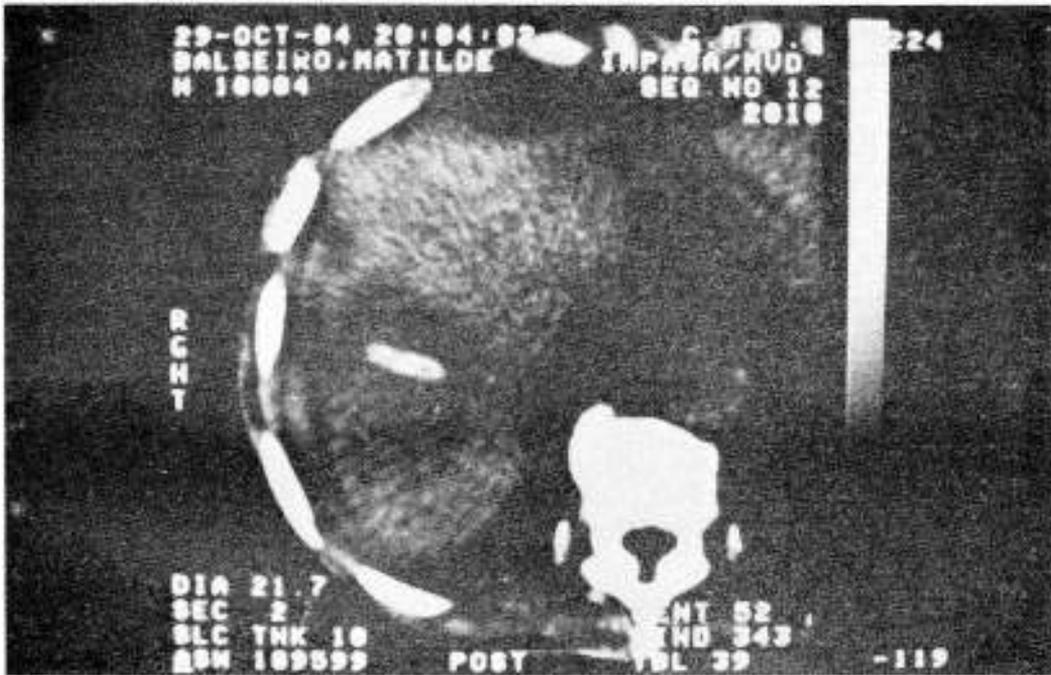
TAC del absceso hepático (Caso II).
